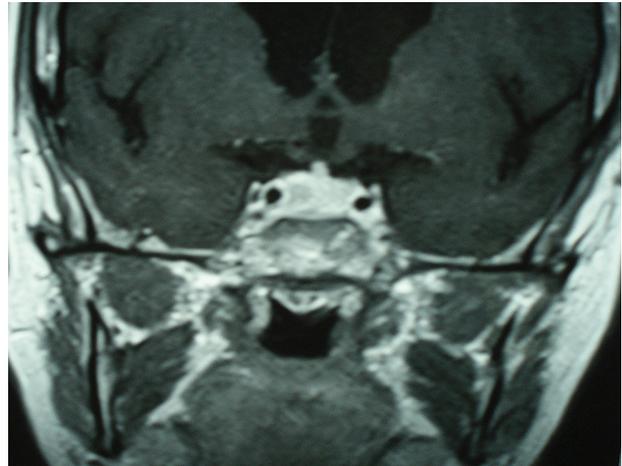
IRM de contrôle faite huit mois après la fin de la 1ère cure d'anti-tuberculeux. Coupe coronale en séquence pondérée T1 avec injection de gadolinium ; récurrence de la lésion hypophysaire, prise de contraste intense et hétérogène, tige épaissie de rehaussement homogène.
